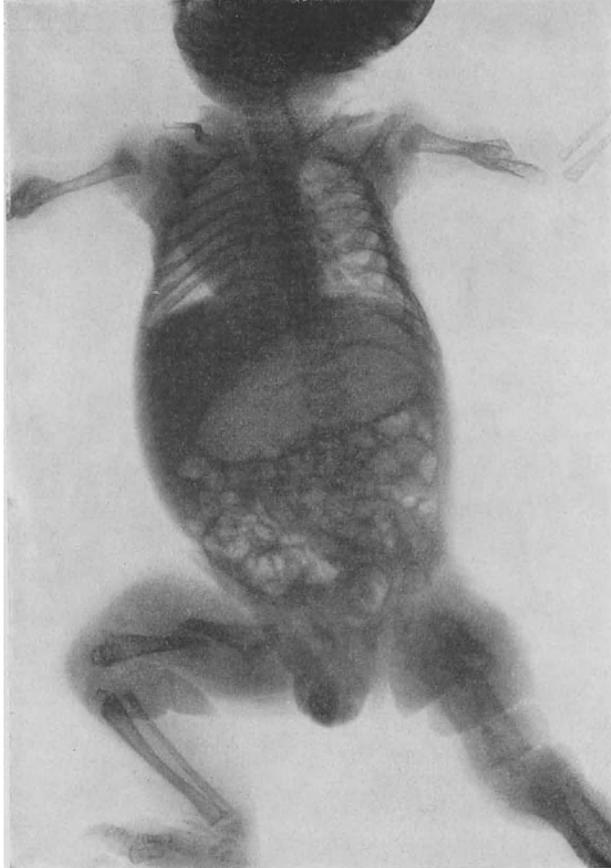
Osteopsathyrosis Typus Lobstein (Röntgen).
